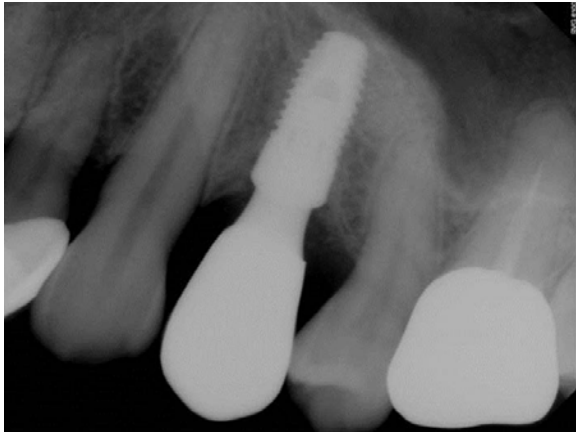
Intraoral radiograph at 4 months after implant placement.
